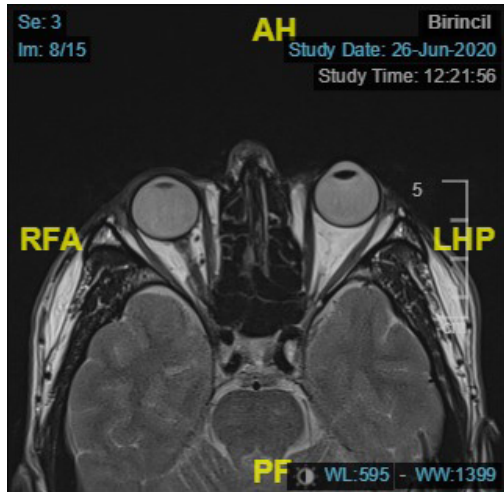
Bilgisayarlı tomografi kesiti (Op.Dr.Berkay AKMAZ'ın arşivinden)
